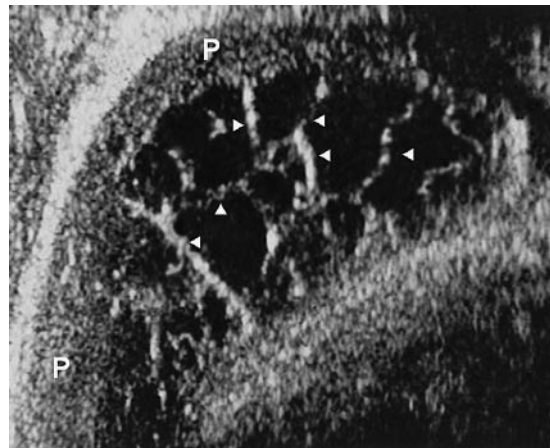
Sonografie bei Hämatothorax. Eine deutliche verdickte Pleura (P) und multiple Septierungen (Pfeilspitzen) sind typisch für ein nicht mehr ganz frisches pleurales Hämatom.
